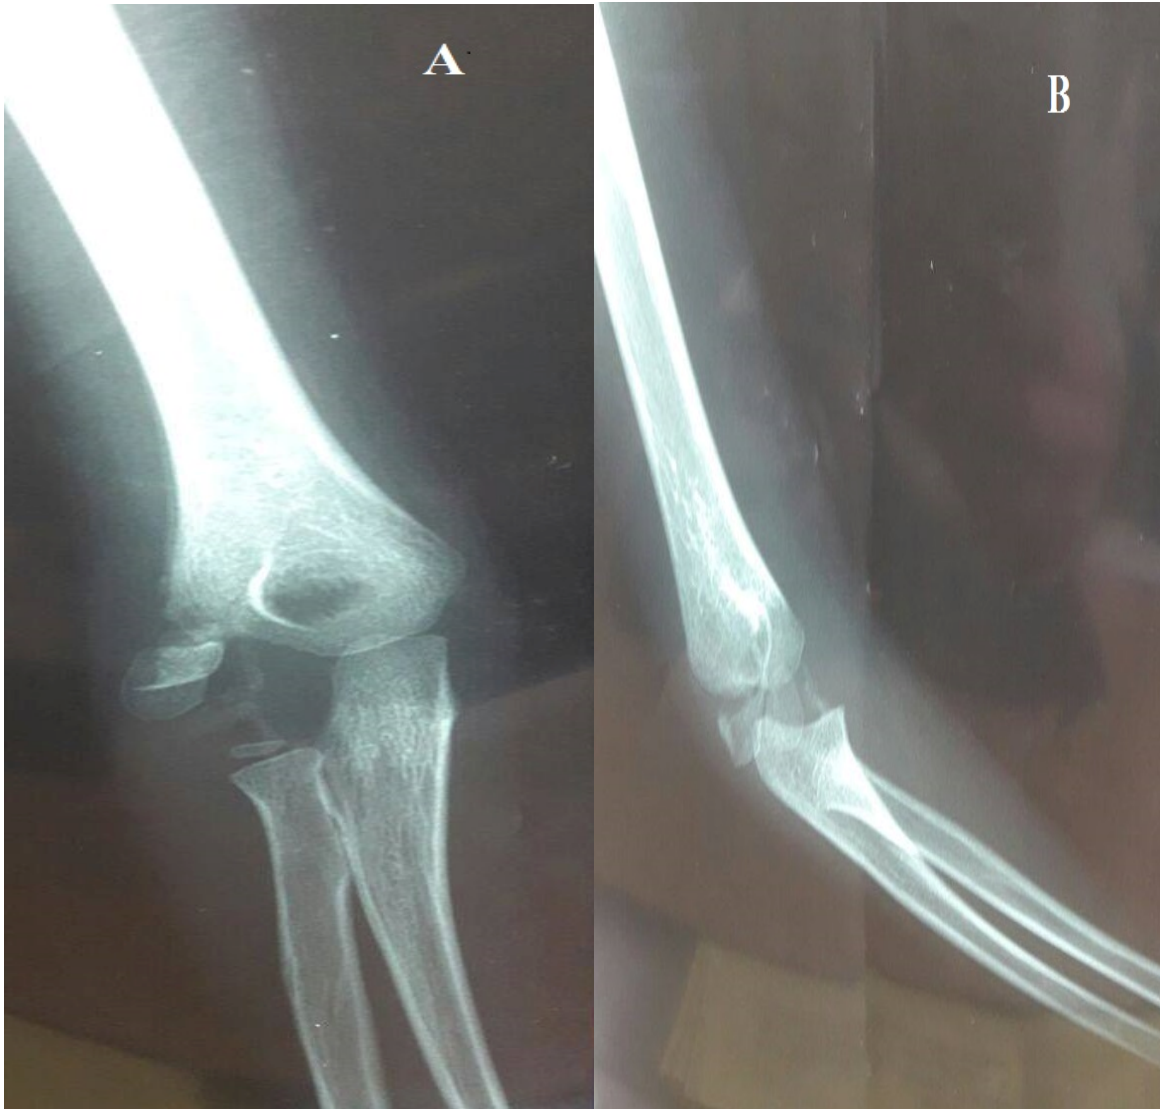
Radiographie de face (H) et de profil (G) de contrôle après ablation de l'attelle.
